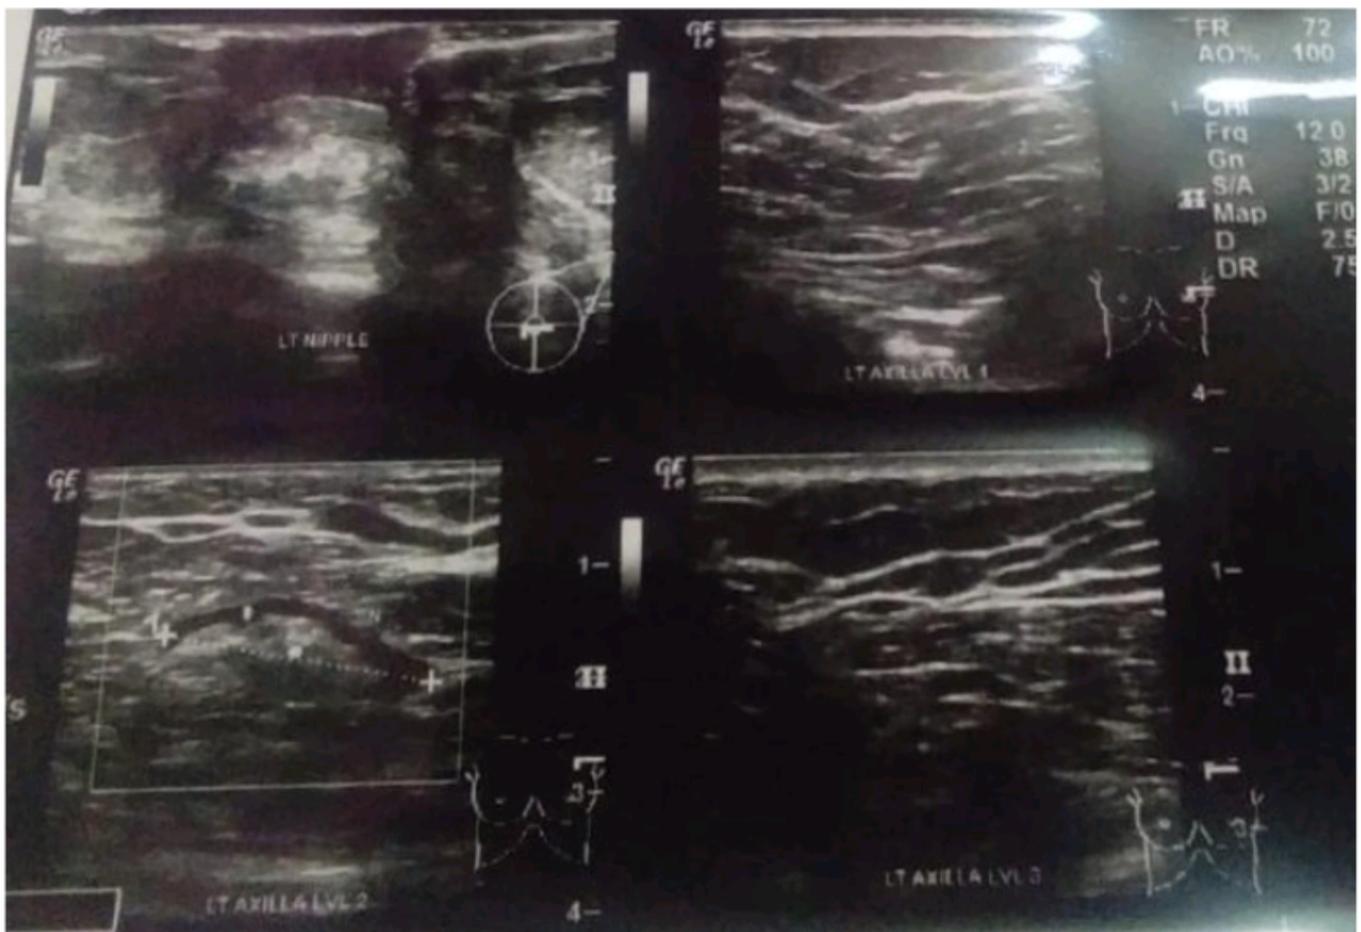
USG mammae sinistra ditemukan intensitas parenchyme homogenous fibroglandular, lesi solid bentuk oval circumscribed margin, parallel, hiperechoic, ukuran $\pm 0,94 \times 0,6$ cm pada lower outer mammae kiri. Pada axilla sebelah kiri melalui pemeriksaan Color Doppler Ultrasonography tampak hiper vaskularisasi di level 2 axilla kiri dengan short axis $\pm 2,44$ cm.*
